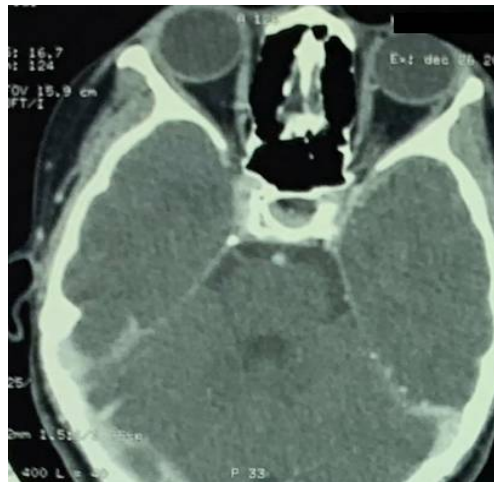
Coupe axiale d'une TDM cérébrale montrant des calcifications méningées qui s'étendent jusqu'au niveau de la tente du cervelet.
